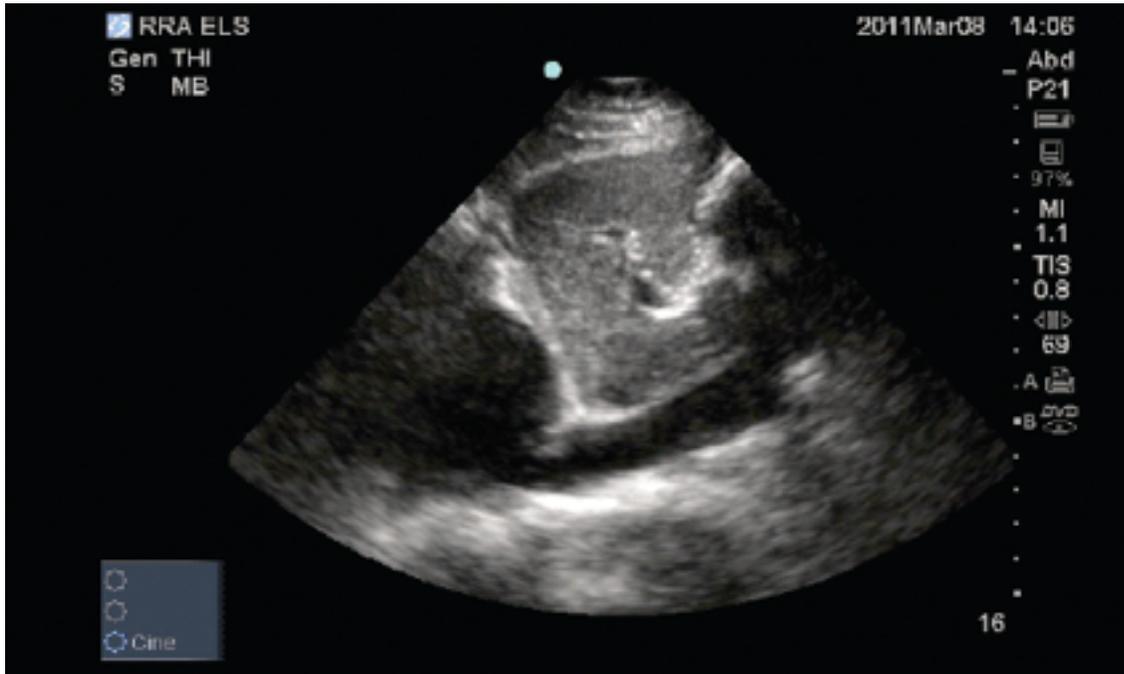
Ventana ultrasonografía VCI.
